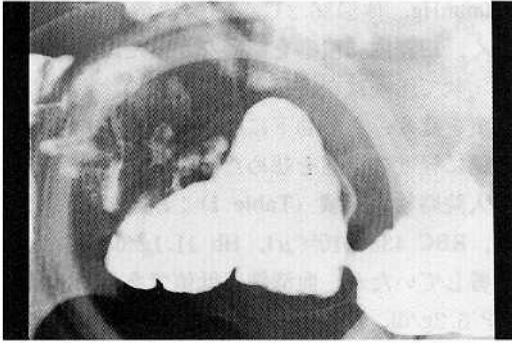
Compression radiograph of the terminal ileum. Multiple irregular ulcers, severe stenoses and pseudo-diverticular formations are shown.
